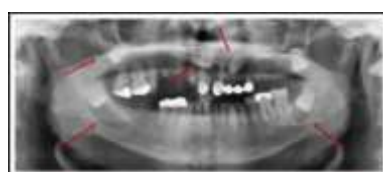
Panoramic radiograph showing bilateral radiolucency in mandible and right maxillary third molar, bilateral maxillary canine regions.
